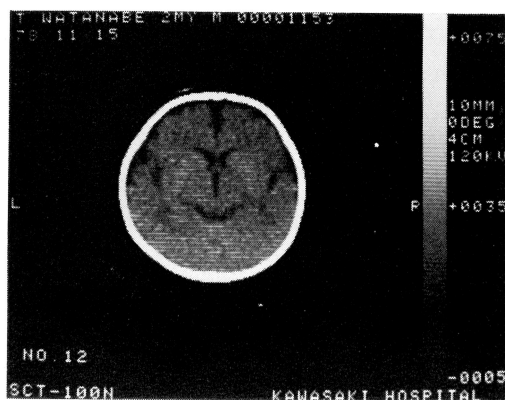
Case 1. Normal CT in a 2 month-old male infant
